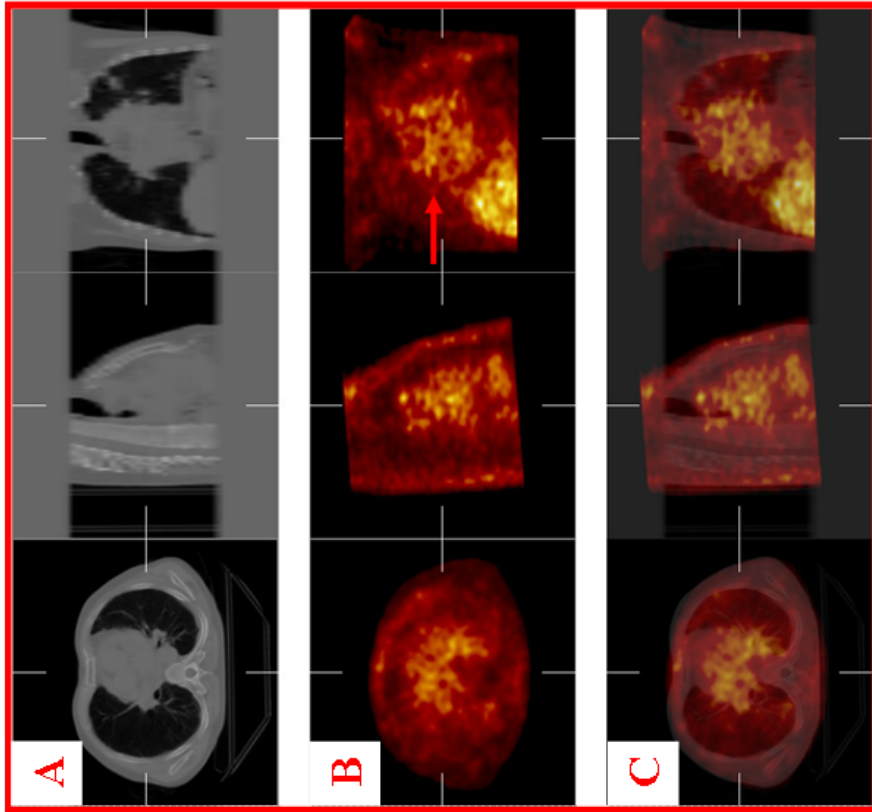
Paciente de 65 años con cáncer de pulmón con metástasis ósea costal. Tomografía computada (CT) de tórax (A) en vistas transversal, sagital y frontal. SPECT de tórax (B) con ^{99m}Tc -Glucaratato como trazador en vistas transversal, sagital y frontal. Fusión de imágenes del CT con el SPECT (C) de tórax donde se observa una hipercaptación difusa a nivel mediastinal (flecha, B) y la afectación costal derecha (flecha, E).
